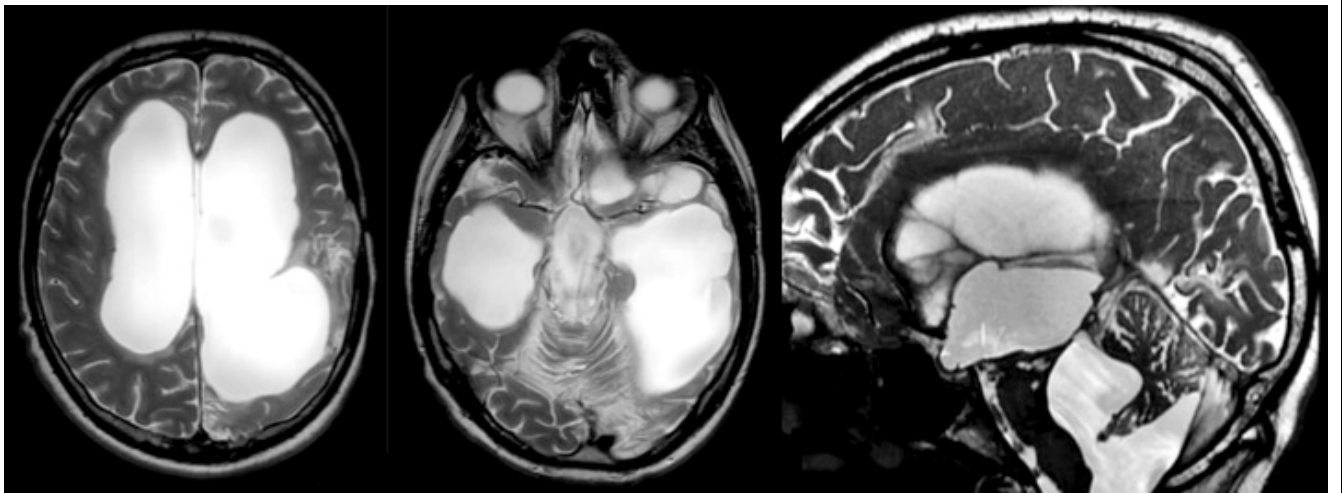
МРТ пациента М., 27 лет в режимах T2 (аксиально) и T2 CUBE (сагиттально). Выраженная вентрикуломегалия, окклюзия водопровода мозга, изолированный 4 желудочек.
